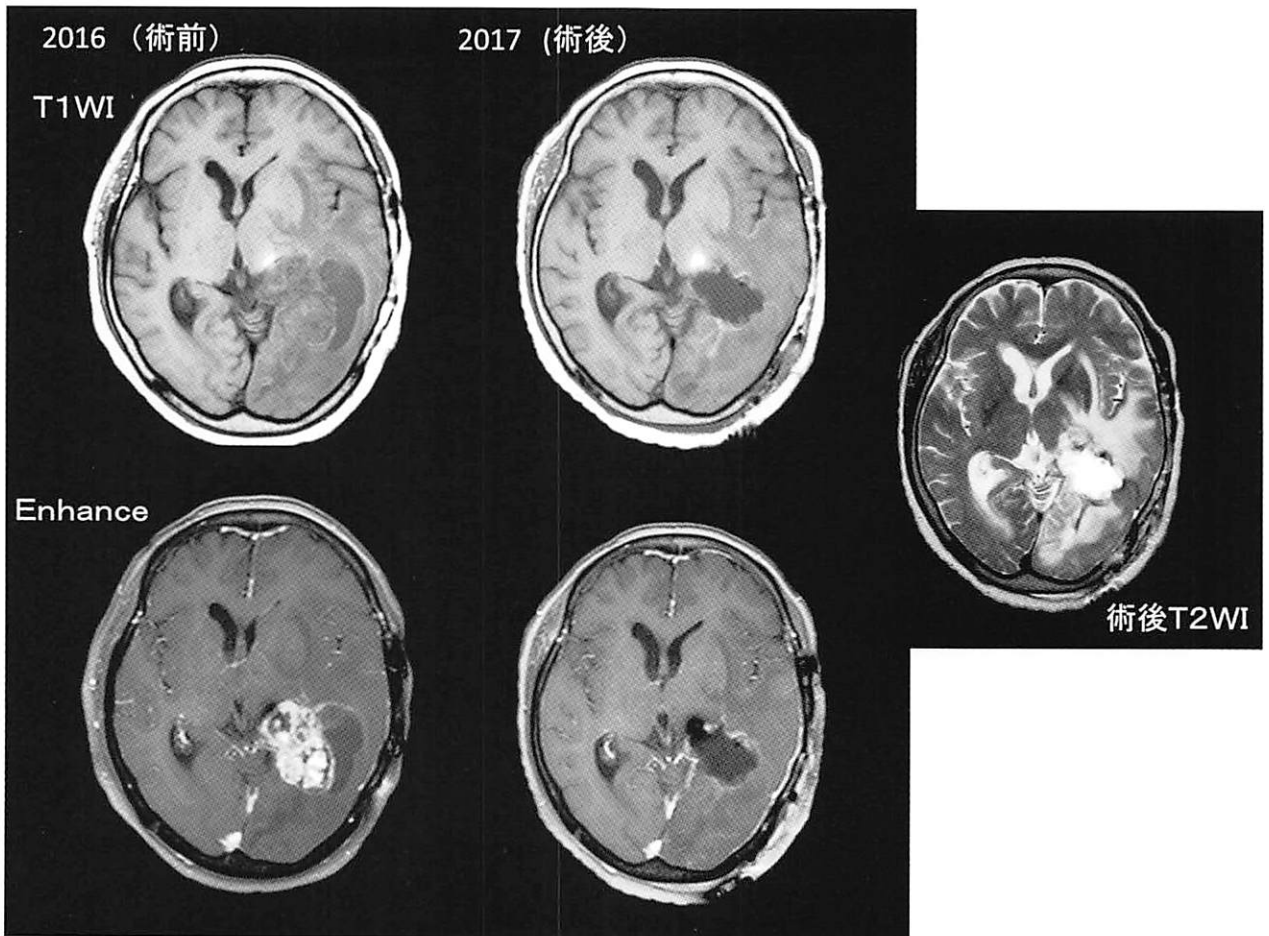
2016年の造影MRI（術前下段）では充実部の腫瘍は heterogeneous high intensity を呈している。その外側に low intensity の cyst の形成を見られる。2017年の下段の j 術後造影MRIにて high intensity mass は完全に消失している。水分に満たされた Dead space が残されている。
